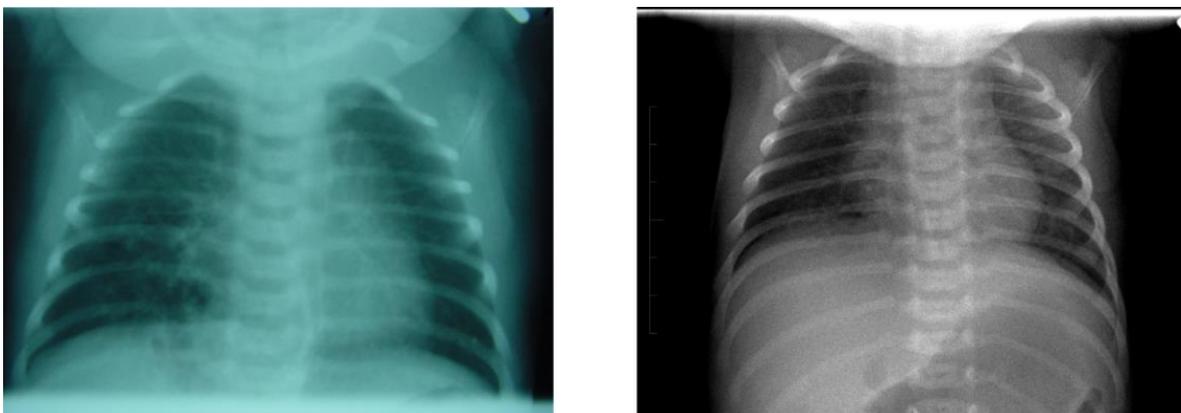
Radiographie du thorax : ELG Hyperclareté du lobe supérieur droit [81].
